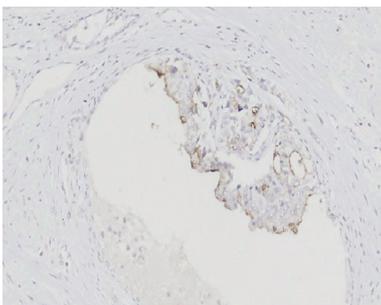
PSMA 在 HGPIN 中呈阳性表达 (EnVision 法, $\times 200$)
